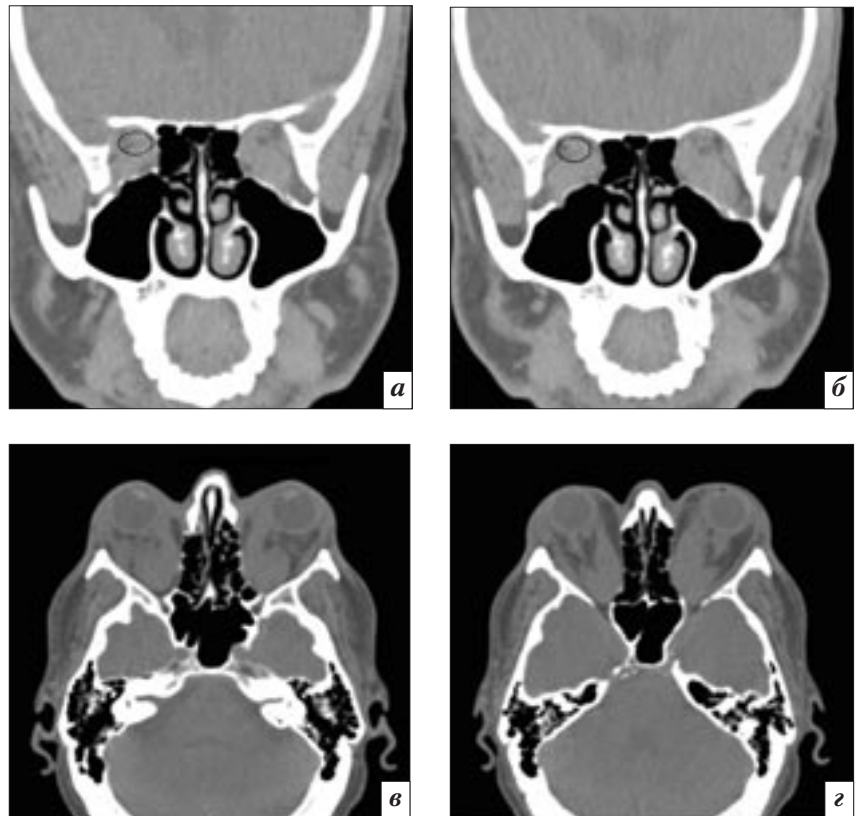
Компьютерные томограммы во фронтальной (а, б) и аксиальной (в, г) проекциях пациента с миогенным вариантом отечного экзофтальма, осложненного оптической нейропатией
